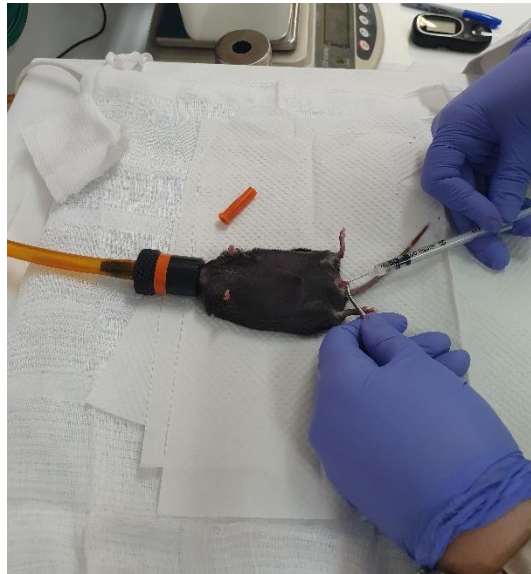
Injeção endovenosa de ^{18}F -FDG pela veia peniana.
